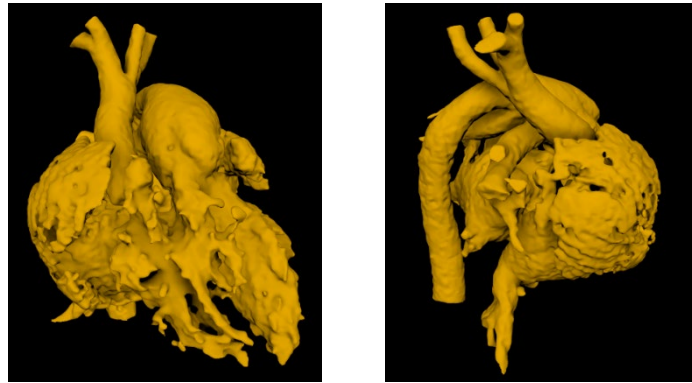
図 4 の一連の CT 画像から閾値によって抽出された心臓内腔の表面
